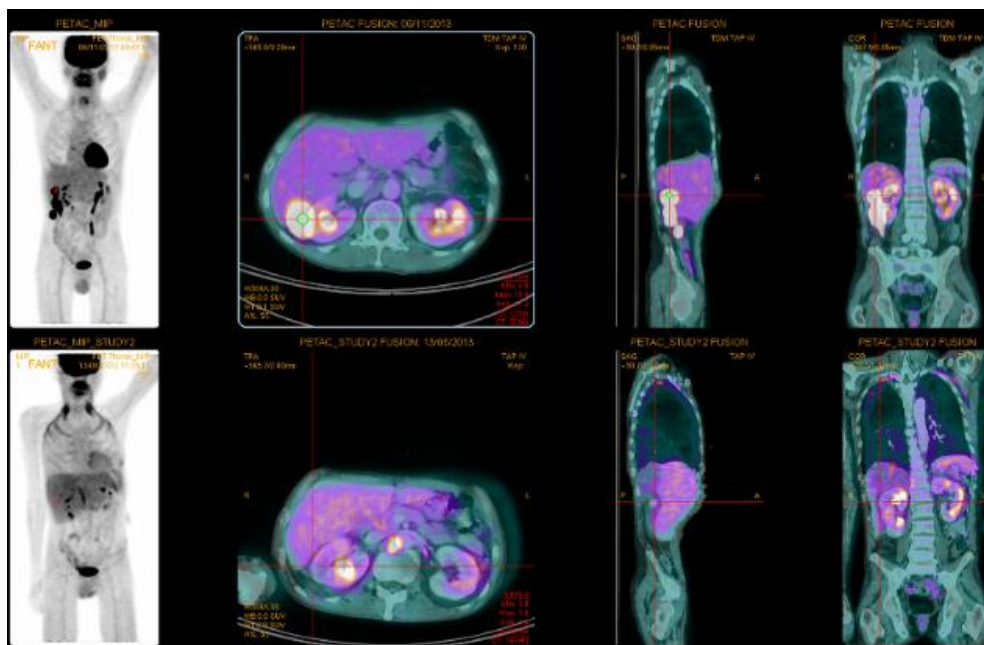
hyper métabolisme para-rénal et hépatique au PET scanner. Photo : Service de Radiologie, CHU Nancy
